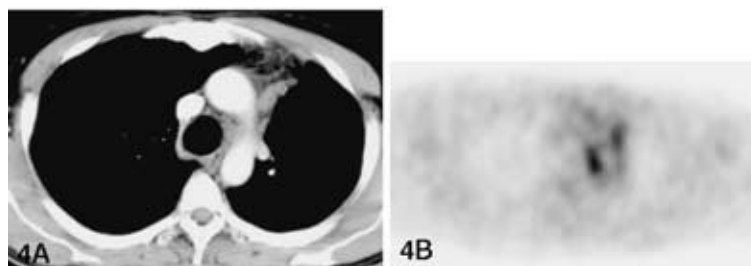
Metastatic lymph node from postoperative recurrence adenocarcinoma in the left upper lobe. A : CT, B : PET demonstrates the left paratracheal node. Courtesy of Dr. Setsu Sakamoto(Dept. of Image-based Medicine, Institute of Biomedical Research and Innovation). Case from Institute of Biomedical Research and Innovation.(先端医療センター映像医療研究部・坂本攝先生の御好意による, 先端医療センター症例)
